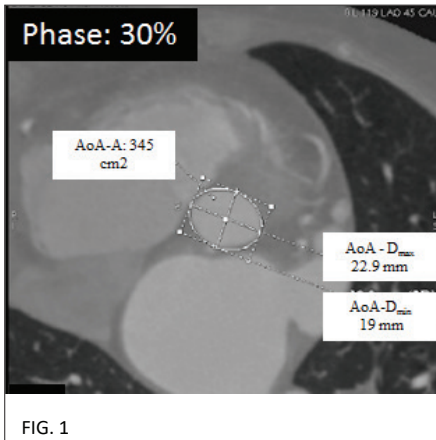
misurazione dell'annulus aortico (AoA) in TC: calcolo del diametro massimo (AoA-Dmax), minimo (AoA-Dmin) e dell'area dell'AoA (AoA-A).
